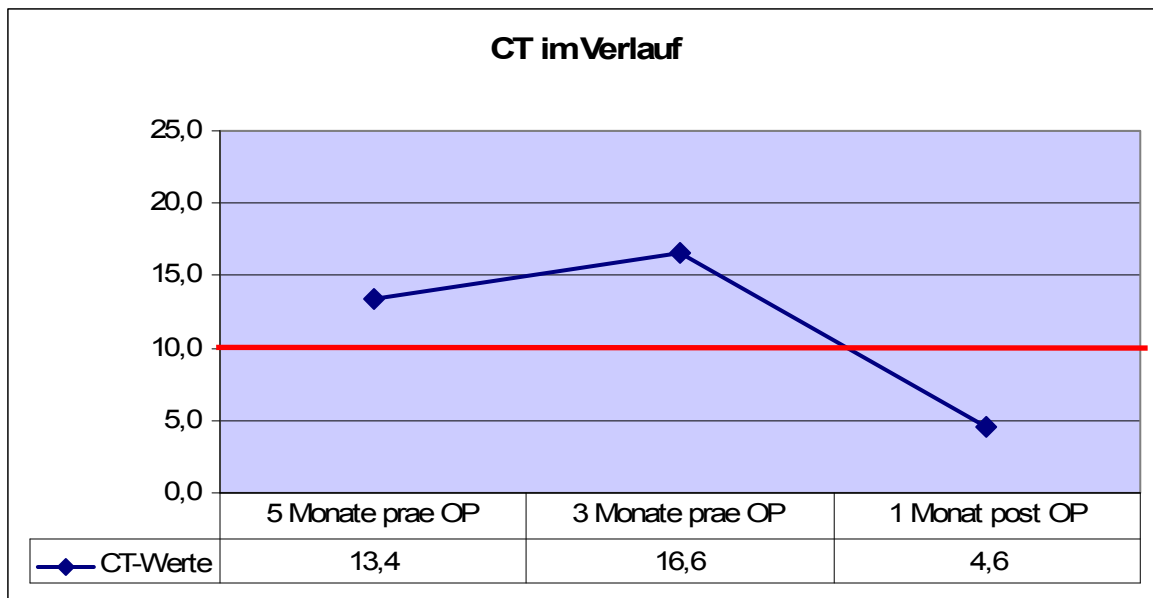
CT-Werte von CCH-Patient 5
